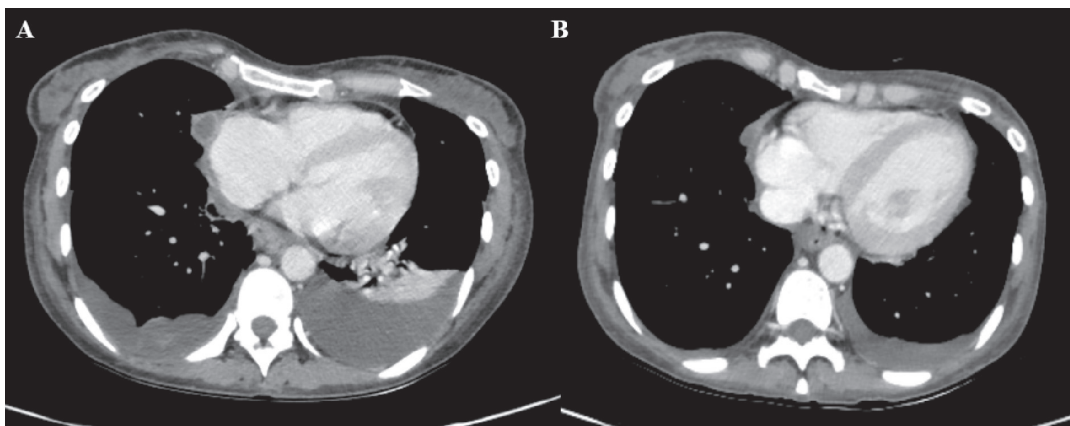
Рентгеновская компьютерная томография с контрастным усилением. 26-й (A), 62-й (B) день госпитализации. Уменьшение количества плеврального выпота, уменьшение размера постнекротических псевдокист правой половины грудной клетки.
